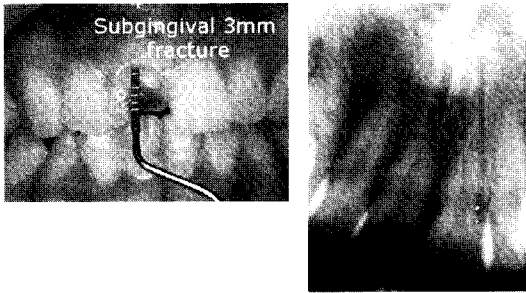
16세 여자 환자로 상악 우측 중절치가 파절되어 내원하였다. 구강내와 방사선 사진 소견을 보면 치은 연하로 약 3mm정도 파절되어 있었다.
